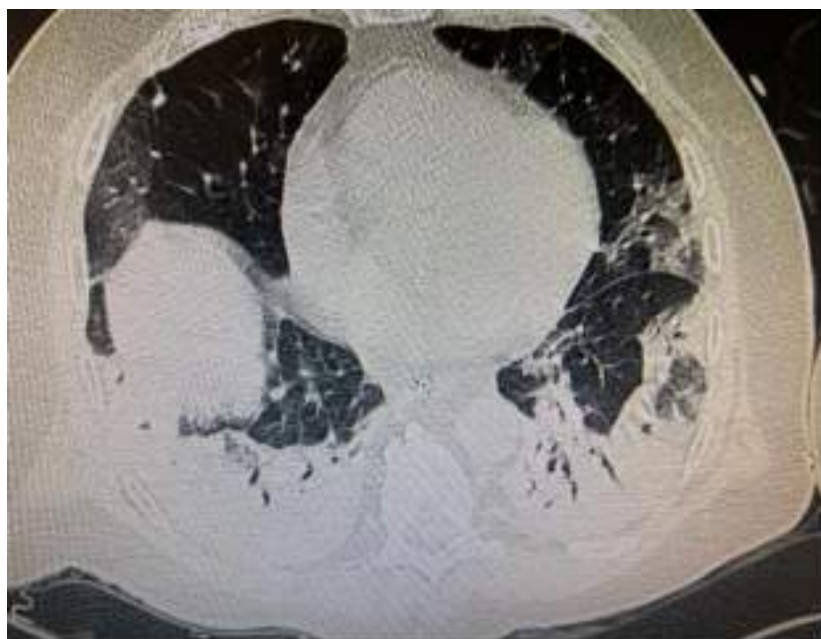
Tomografia computadorizada (TC) do torax. Presença de infiltrado em vidro fosco + condensação pulmonar bilateral em paciente com COVID-19 e SARS.
